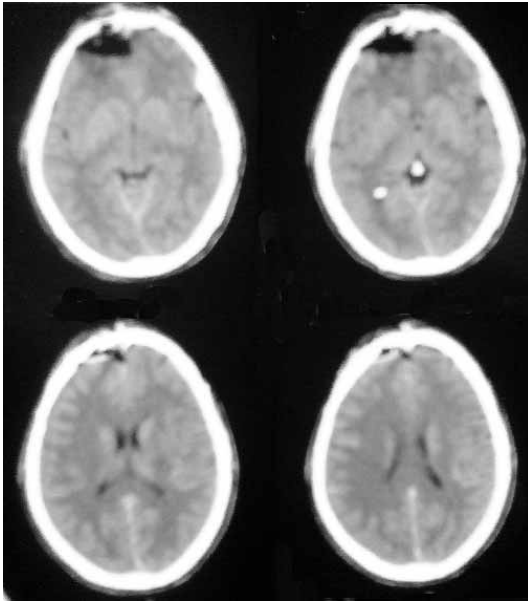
Cortes axiales de TC craneal tras polectomía frontal derecha, sutura dural y reparación del hundimiento.
